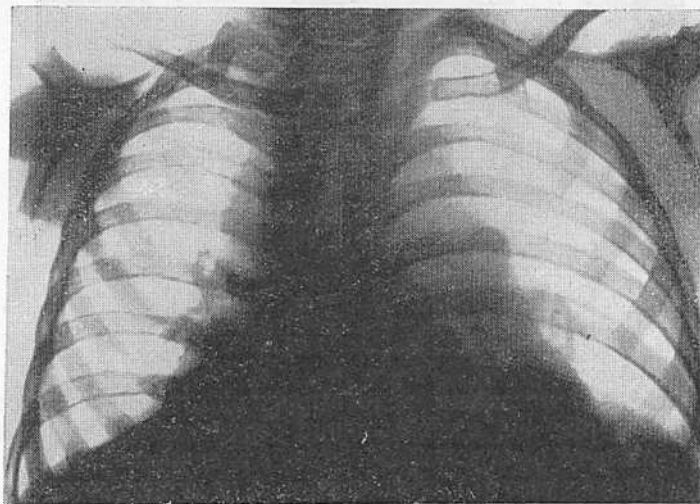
Рентгенограмма грудной клетки в передней проекции ребенка 4 лет.
